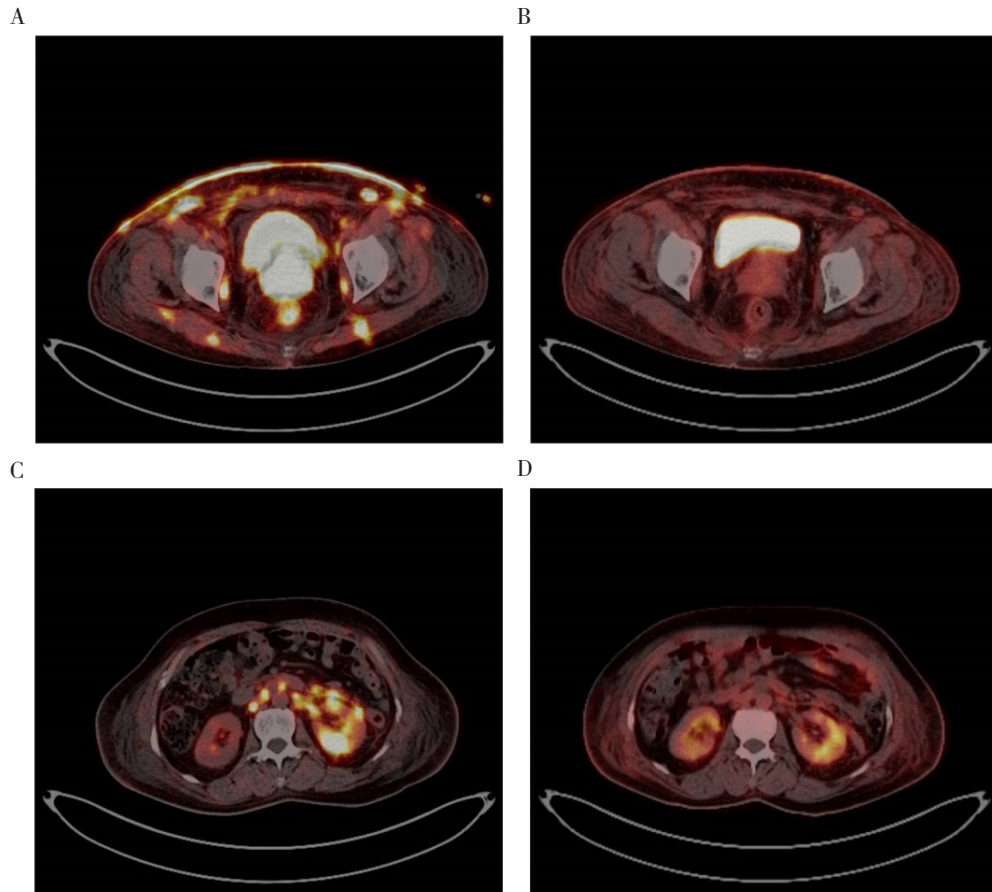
镓68标记的成纤维细胞活化蛋白抑制剂PET/CT与氟18标记的氟脱氧葡萄糖PET/CT的图像比较
